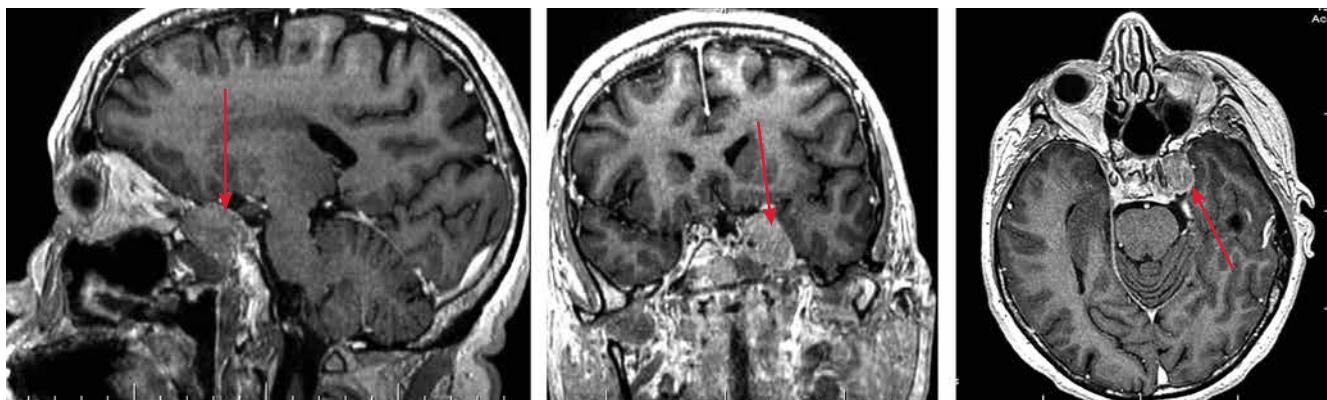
Магнитно-резонансные томограммы пациентки Б. до лучевой терапии. Опухоль в области левого кавернозного синуса (стрелки)
